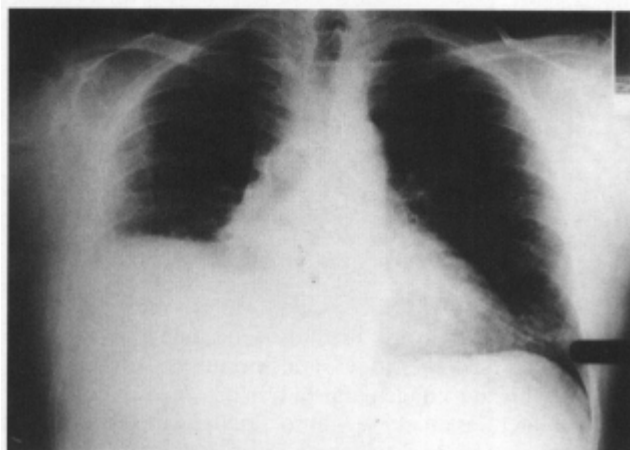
Radiografía simple posteroanterior de tórax tras la exéresis del lóbulo pulmonar medio, donde se encontraban la malformación vascular y las espirales. Se pueden apreciar las espirales que permanecen en el pulmón izquierdo (flecha).
